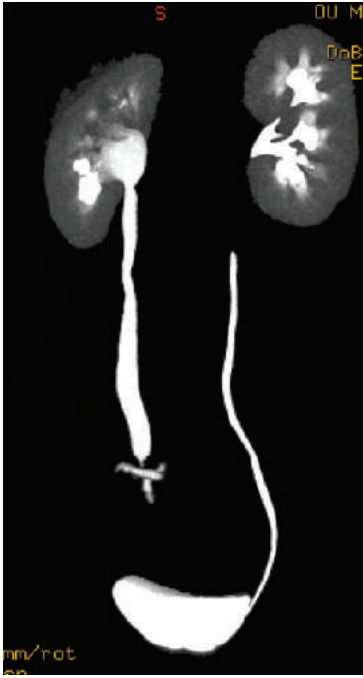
Urografía por tomografía computarizada que demuestra obstrucción ureteral derecha secundaria a ligadura con sutura en el momento de la histerectomía.
